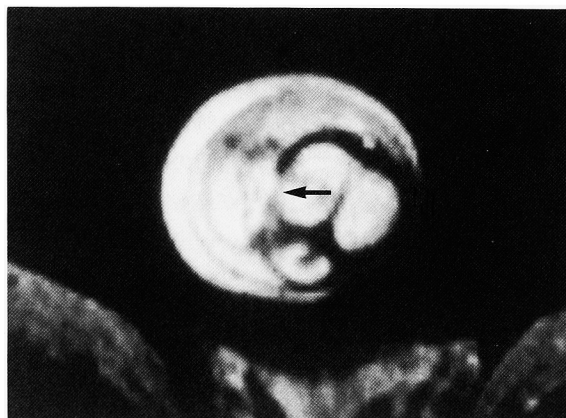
MRI (axial plane) reveals a tear in the tunica albuginea (T2-weighted image).
